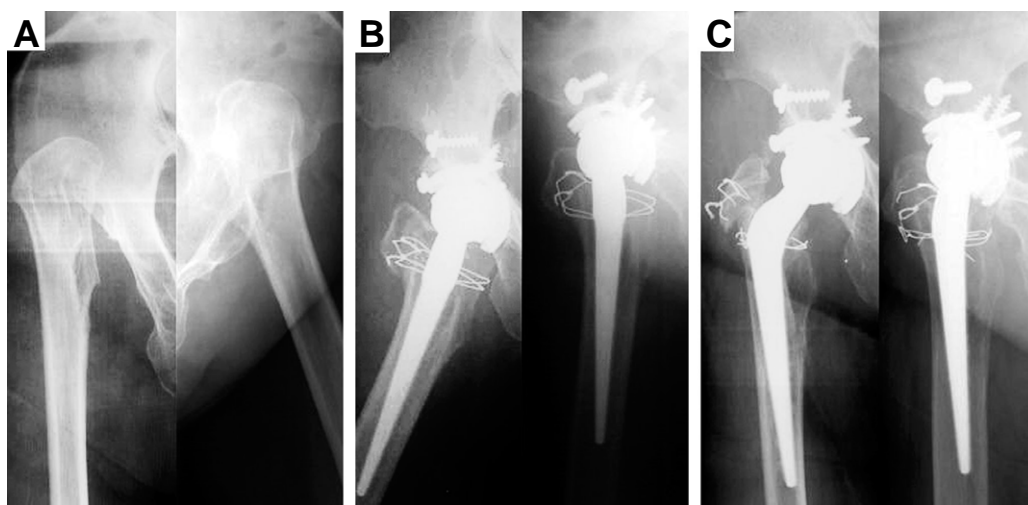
(A) Preoperative radiographs of a 59-year-old woman show a high-riding greater trochanter, a dysplastic acetabulum and no femoral head. (B) Anteroposterior and lateral radiographs taken 2 weeks later after total hip arthroplasty with autogenous structural bone graft are showed. (C) 8.5-year follow-up radiographs show non-union of the greater trochanter and broken wires. But there is no loosening of cup and stem.
